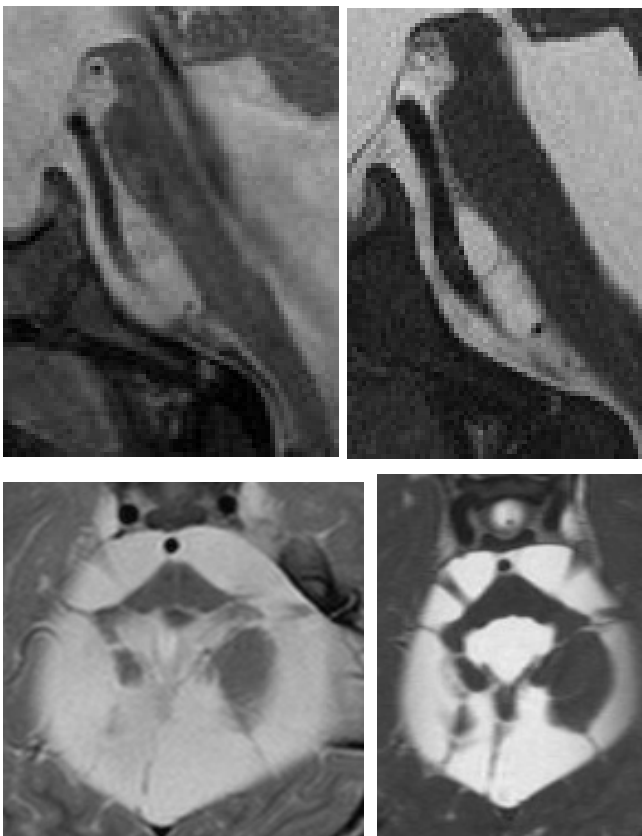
MRT-Bilder des vierjährigen Patienten mit posthämorrhagischem Hydrozephalus
